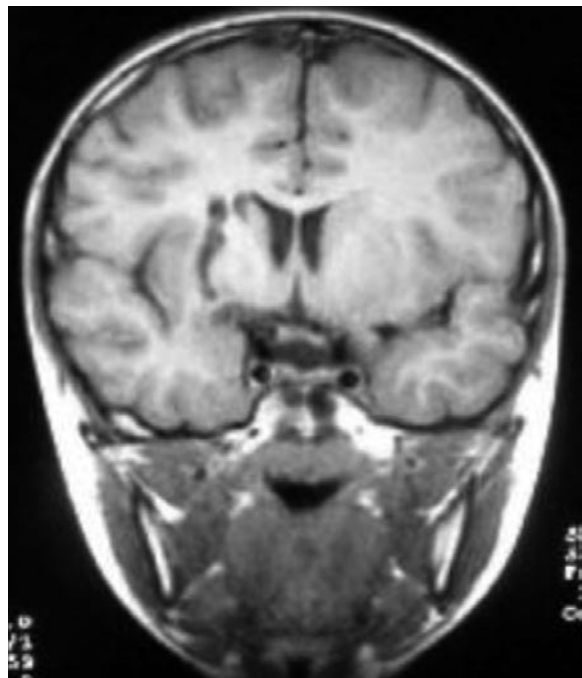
Right hippocampal atrophy and probably left hippocampal sclerosis in a 6-year-old girl with psychomotor seizures. Coronal T2-weighted image.
